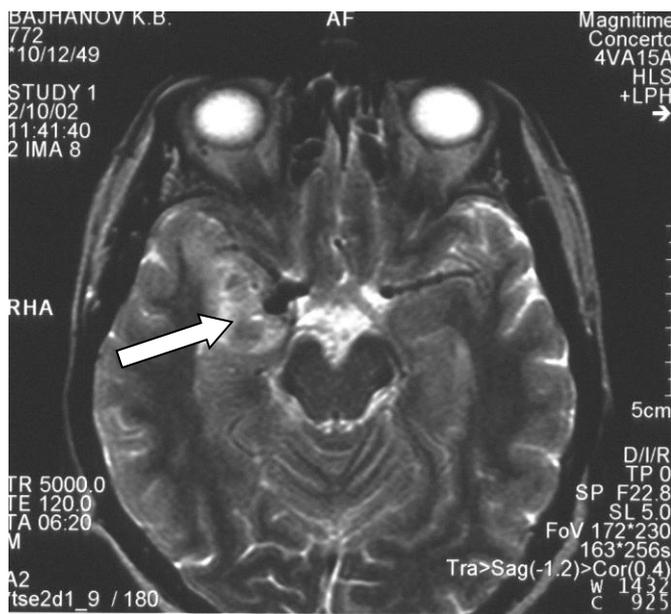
МРТ головного мозга больного Б., 52 лет, ист. болезни №11877, с АА супраклиноидного отдела правой ВСА
